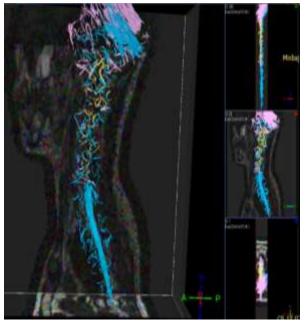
МРТ трактография шейного отдела спинного мозга с интрамедуллярной опухолью на уровне C2-C7 позвонков.
